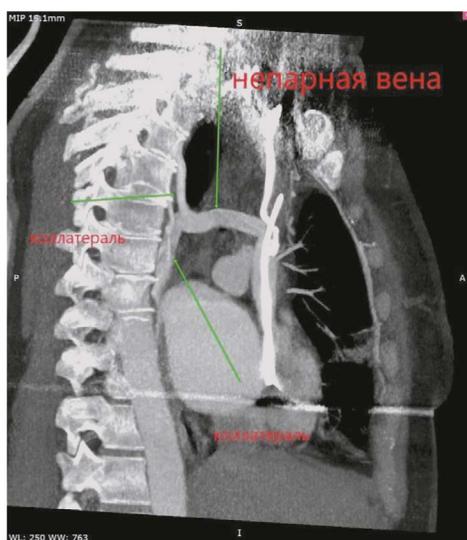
Компьютерная томограмма пациентки К. Верхняя полая вена, просвет которой почти полностью заполнен тромботическими массами.
